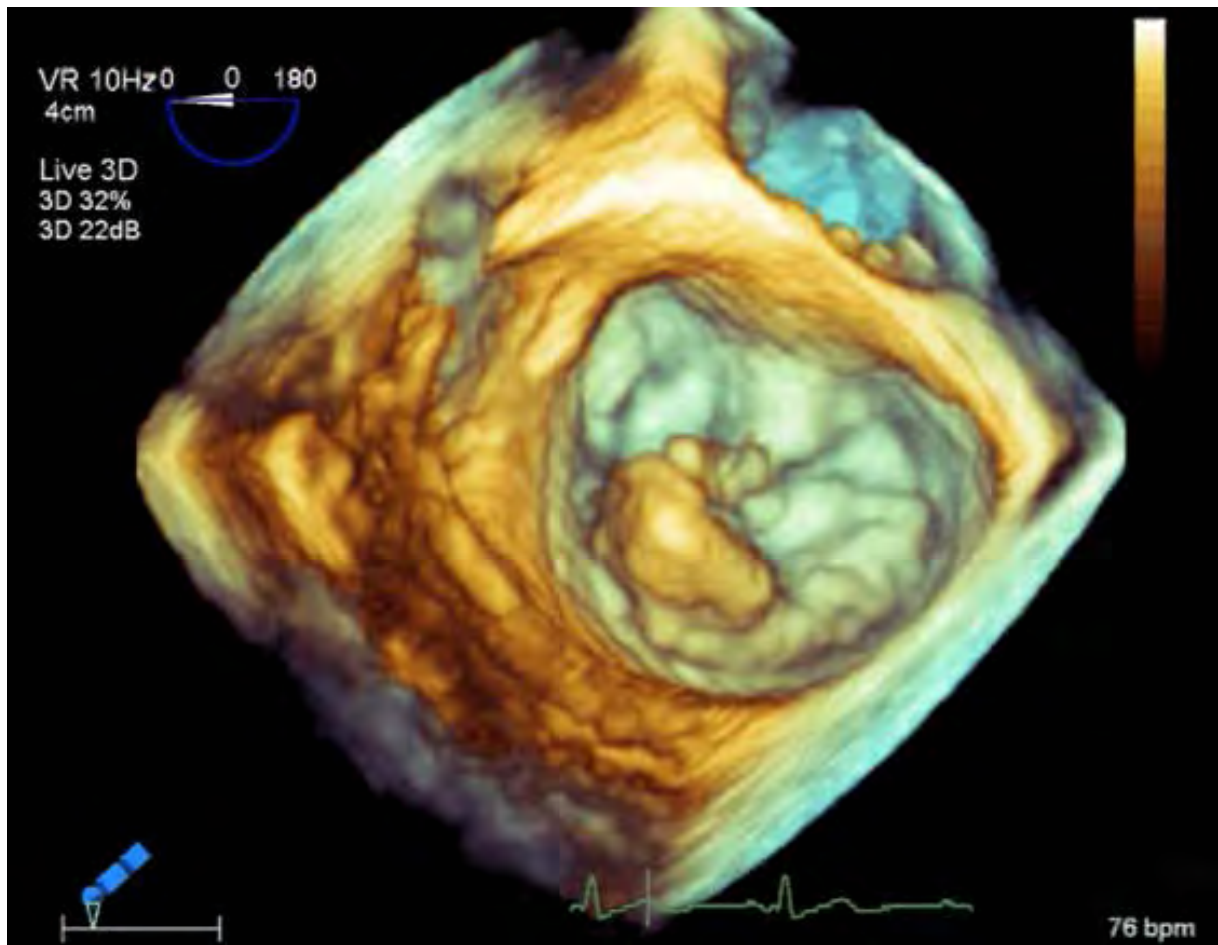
Ecocardiograma tridimensional demostrativo de un prolapso de la válvula mitral
